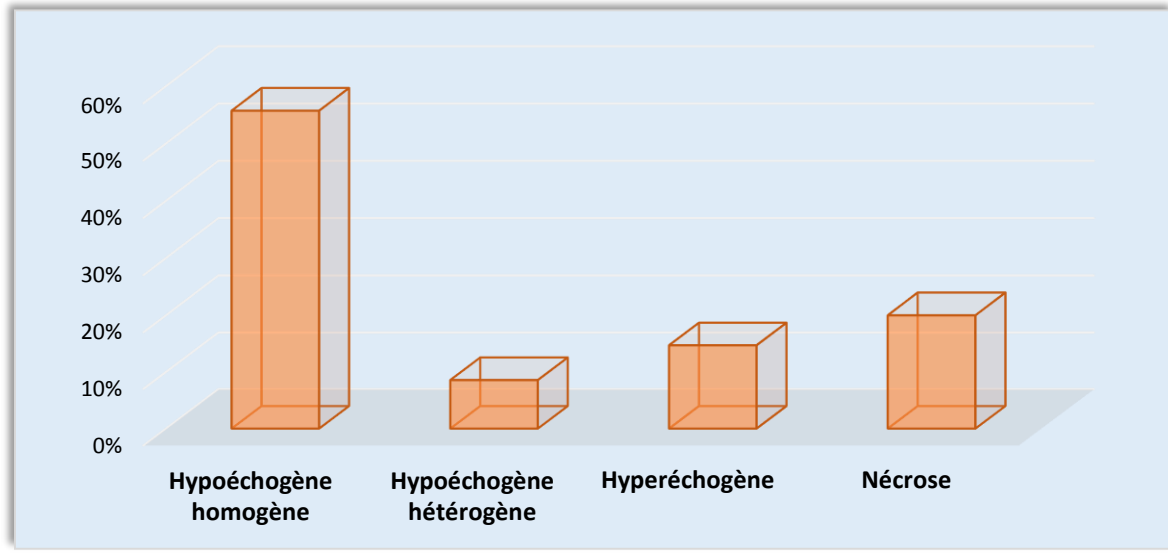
Répartition des adénopathies selon l'aspect échographique.
